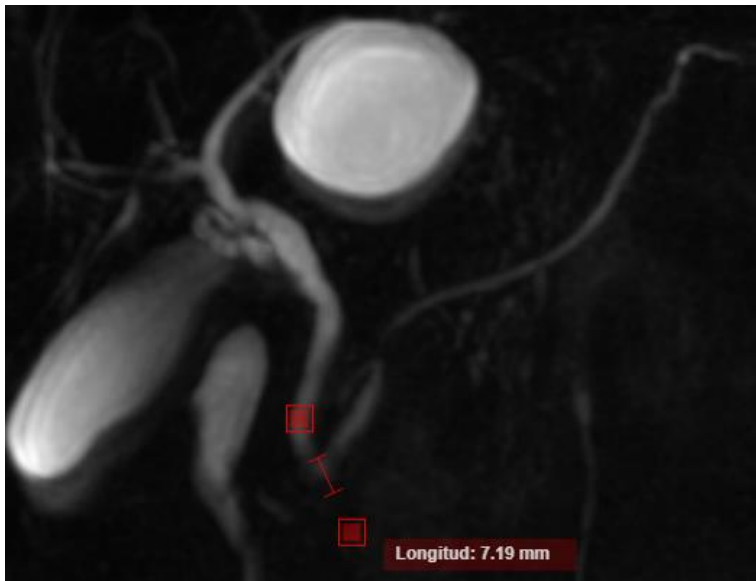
Se observa CP-RM de paciente femenino de 56 años de edad con hallazgo de quiste colédoco IVa. Se observa UAPC de tipo B (no estenótico) con longitud de 7.19mm.
